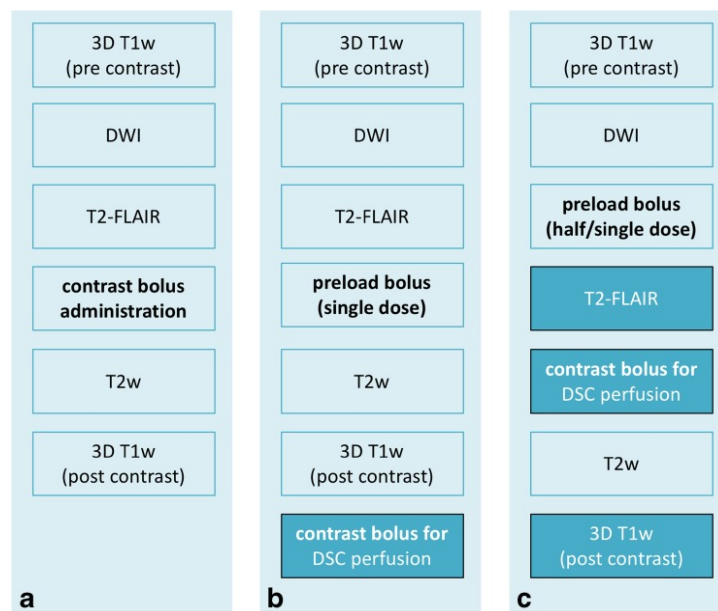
Empfehlungen der EORTC-NBTS für MRT-Protokolle bei Gliom-Bildgebung. a) EORTC-NBTS Standard-Protokoll für intrakranielle Tumore unterschiedlicher Entitäten, b) zusätzliche Perfusionsbildgebung bei höhergradigen Gliomen, c) doppelte Kontrastmitteldosis bei Perfusion und kontrastverstärkte T2-FLAIR.
